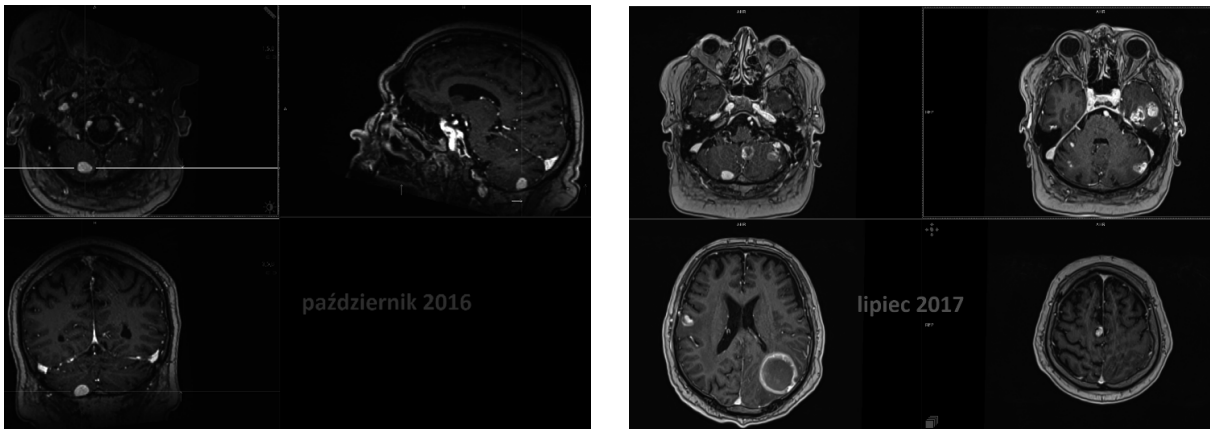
Stabilizacja zmian w ośrodkowym układzie nerwowym w MRI głowy z 7.10.2016 roku
